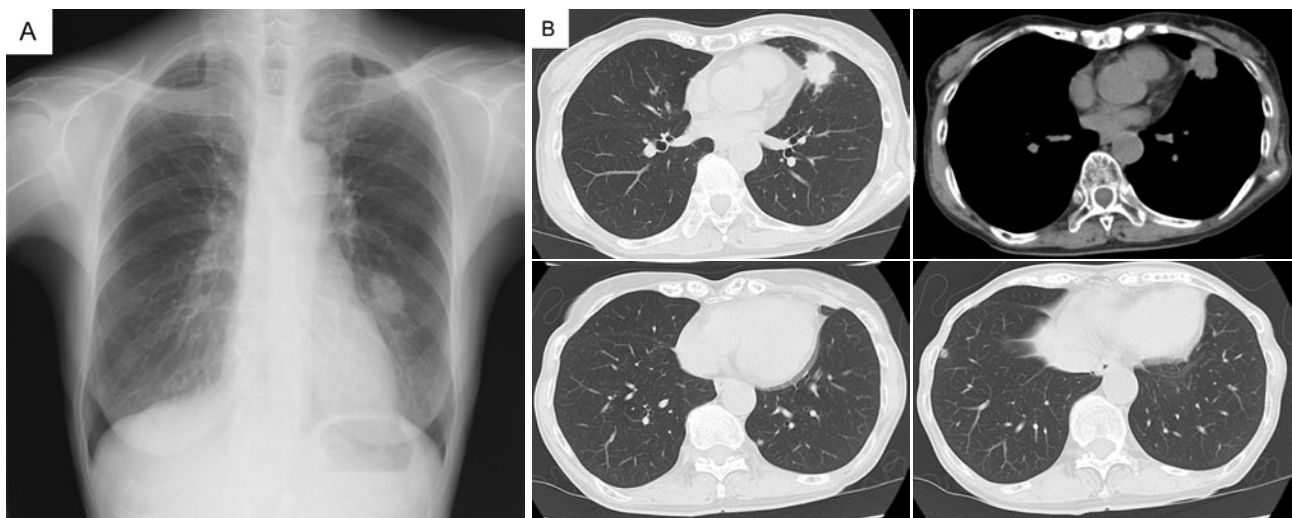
(A) A chest X-ray film on admission shows a nodule in the left middle lung field. (B) Chest computed tomography on admission reveals a mass lesion in the left middle lobe and nodules in the left and right lower lobes.
